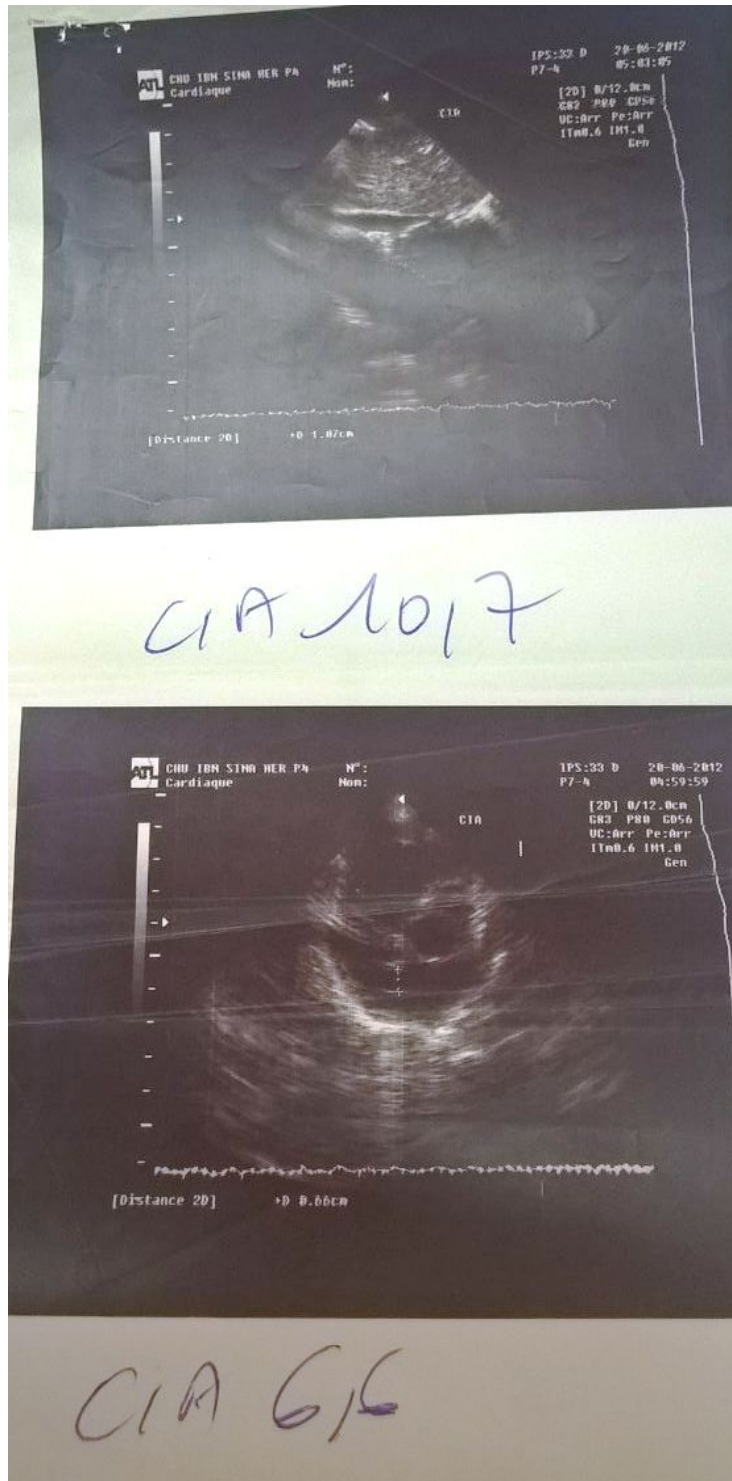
Echocardiographie montrant une CIA chez un enfant porteur de T 21
